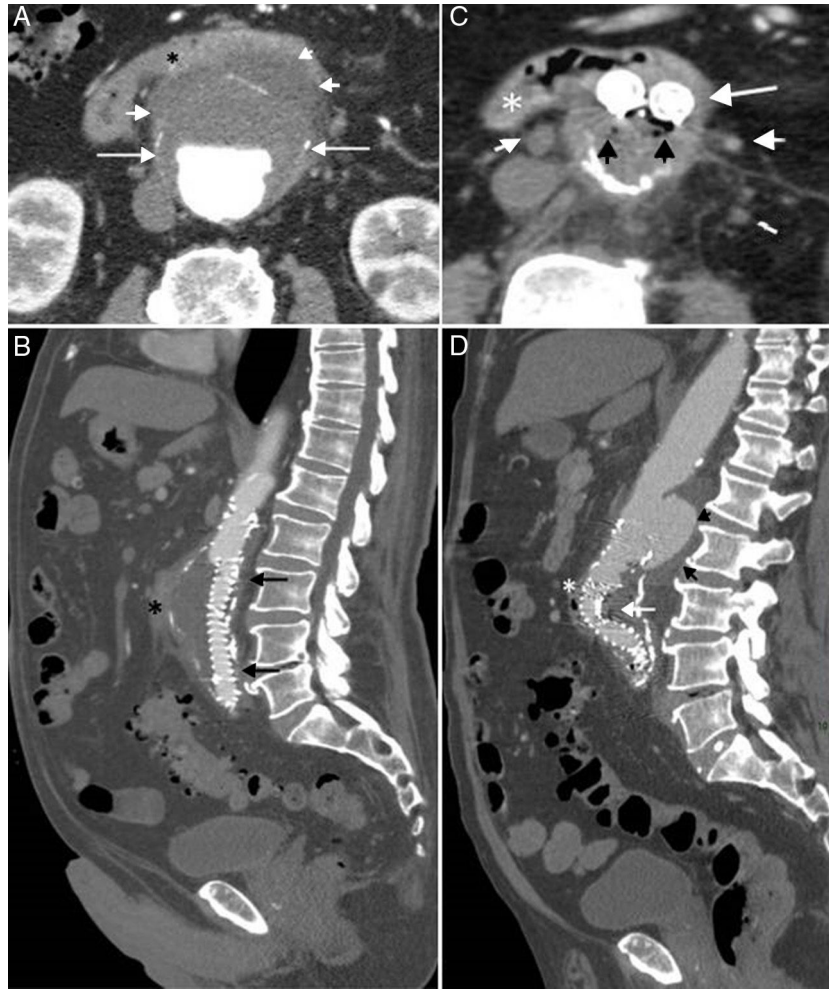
TC abdominal con contraste. A: imagen axial; aneurisma abdominal con íntima calcificada (flechas) y rotura contenida (puntas de flecha); el duodeno se señala con un asterisco. B: reconstrucción sagital tras la colocación de endoprótesis (flechas); el duodeno se señala con un asterisco. C: imagen axial; endoprótesis (flecha), aire en saco aneurismático (puntas de flecha negras), adenopatías (puntas de flecha blancas), duodeno (asterisco). D: reconstrucción sagital de C; pseudoaneurisma (flechas cortas), plicatura de endoprótesis (flecha), duodeno (asterisco).
